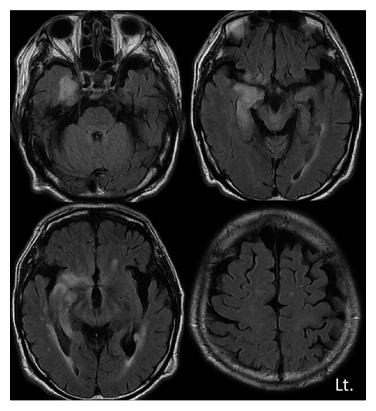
Brain MRI FLAIR images.
